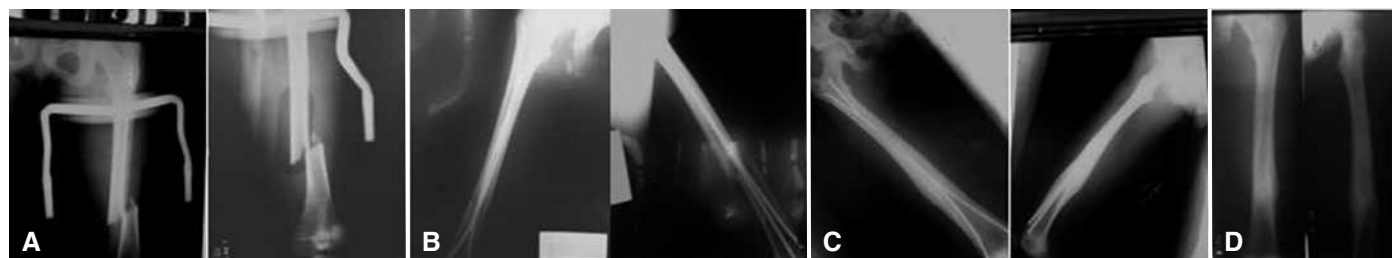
Série de radiografias de fêmur anteroposterior e perfil de uma paciente de 10 anos vítima de colisão automóvel no pré-operatório (A), pós-operatório inicial (B), pós-operatório tardio (C) e pós-operatório final (D) após retirada das hastes intramedulares elásticas.
